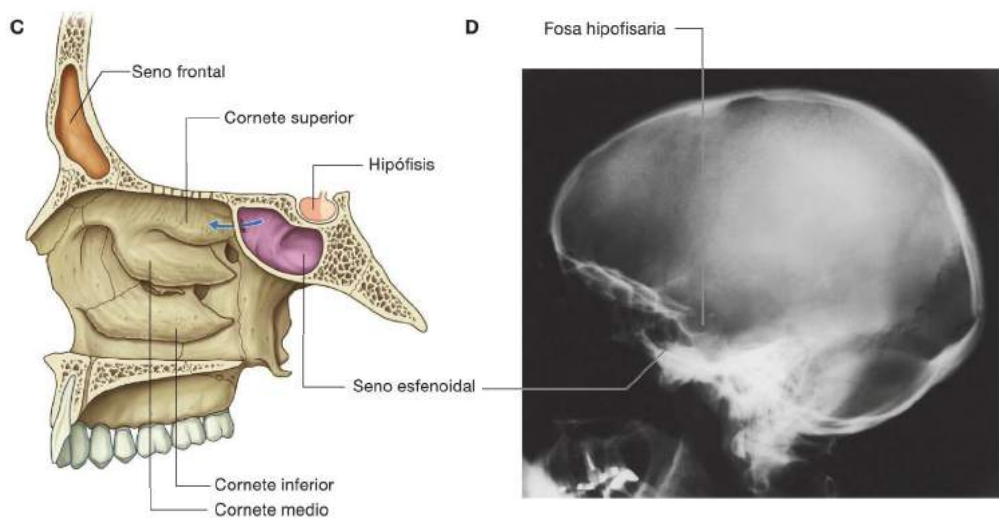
(cont.) C. Visión paramedial de la cavidad nasal derecha. D. Radiografía lateral del cráneo.
